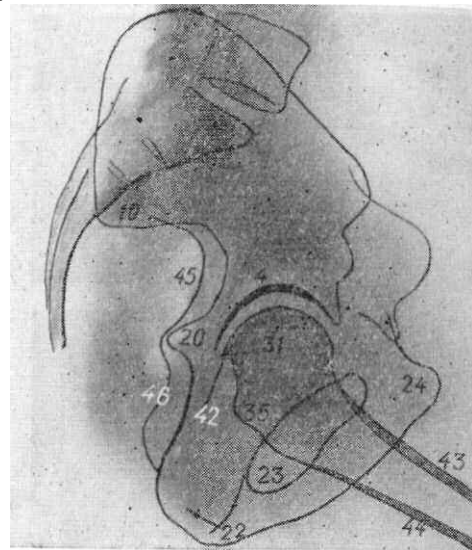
Рентгенограмма таза в боковой проекции.
